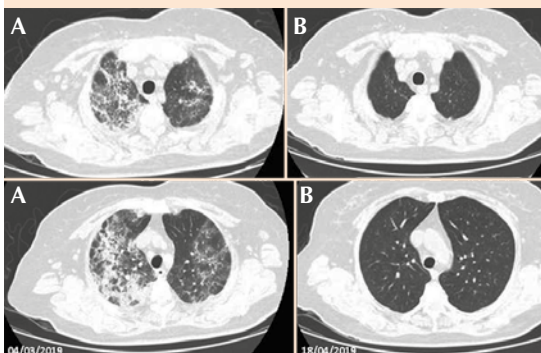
Tomografía axial computada de alta resolución ventana pulmonar. A. Bandas parenquimatosas, nódulos con gemación en el segmento anterior del lóbulo superior derecho, en el segmento anterior y apicoposterior del lóbulo superior izquierdo se observan nódulos, afección subpleural y vidrio despulido. B. Resolución del cuadro seis semanas después del tratamiento.
